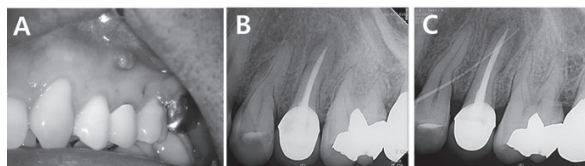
(A) Preoperative photograph with sinus tract. (B) Preoperative radiograph. (C) Preoperative radiograph with gutta-percha traced into apex of #25.
